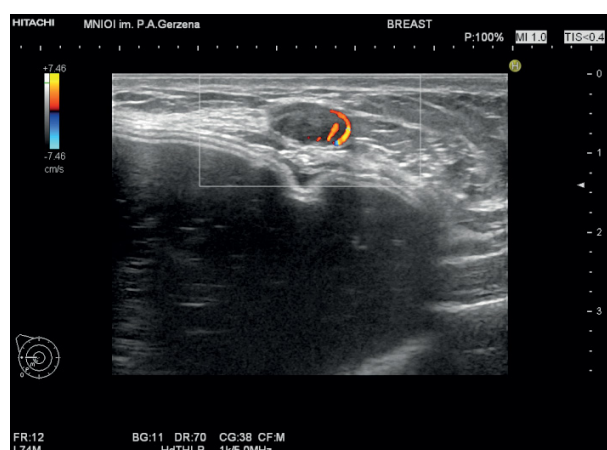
Рецидив рака в молочной железе (УЗИ).
